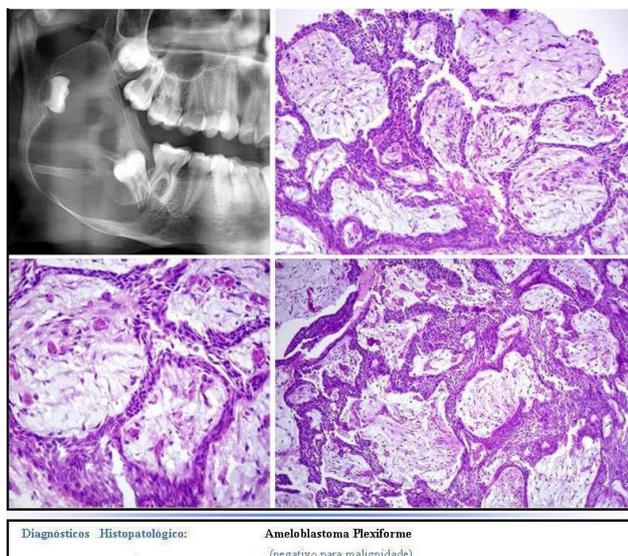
Laudo histológico e radiografia inicial.
